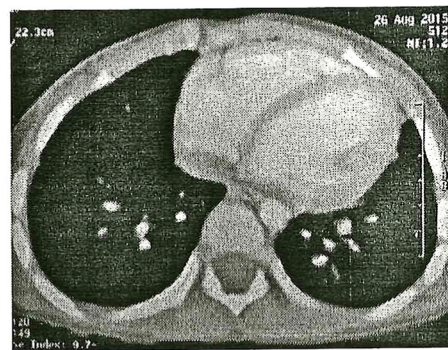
CT scan trước và sau hóa trị của bệnh nhi 1
